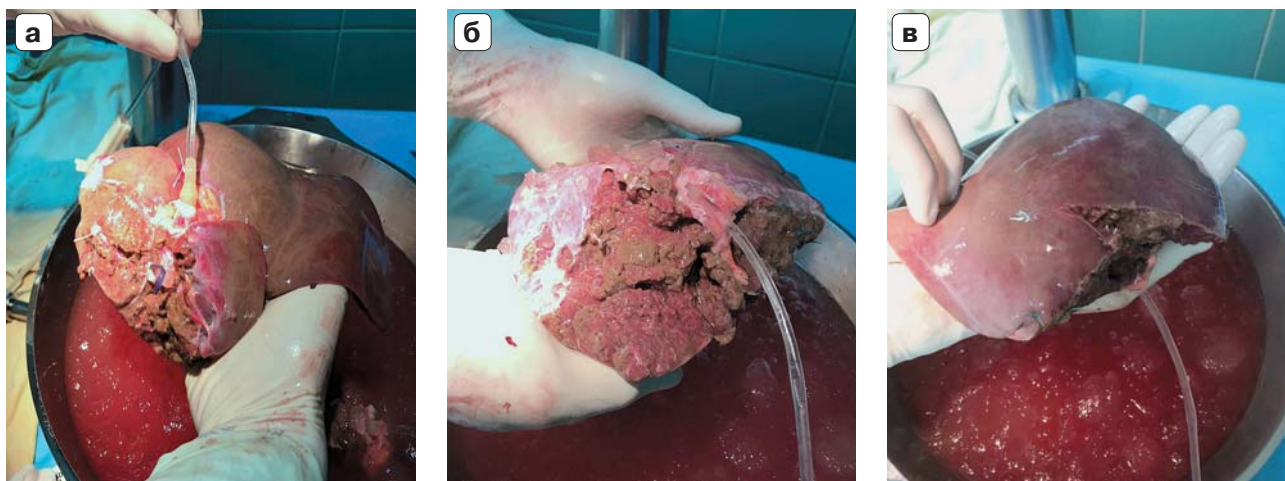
Интраоперационное фото. Закрытая травма живота, центральный разрыв печени с размождением IV, V, VIII сегментов и полным отрывом печеночных вен от НПВ (клиническое наблюдение 4): а – левая доля после экстракорпоральной транссекции паренхимы и холодной перфузии; б, в – правая доля после экстракорпоральной транссекции паренхимы и холодной перфузии.
